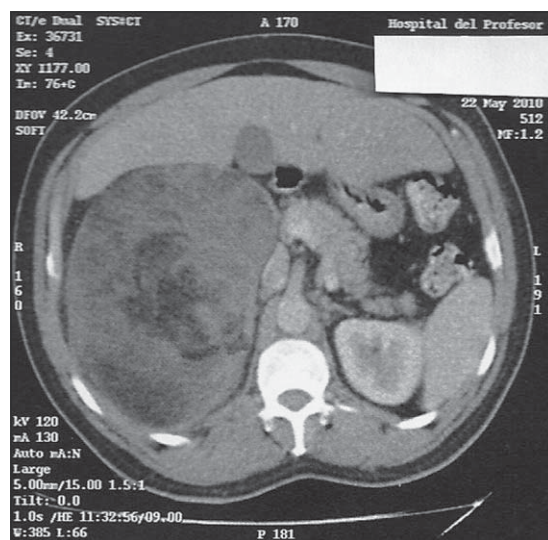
TC corte transversal. Se puede observar como el mielolipoma desplaza la cava y el páncreas.
